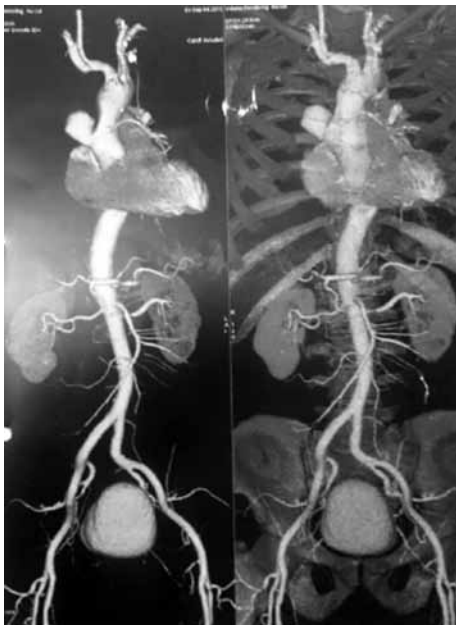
The CT image of the pseudoaneurysm.
